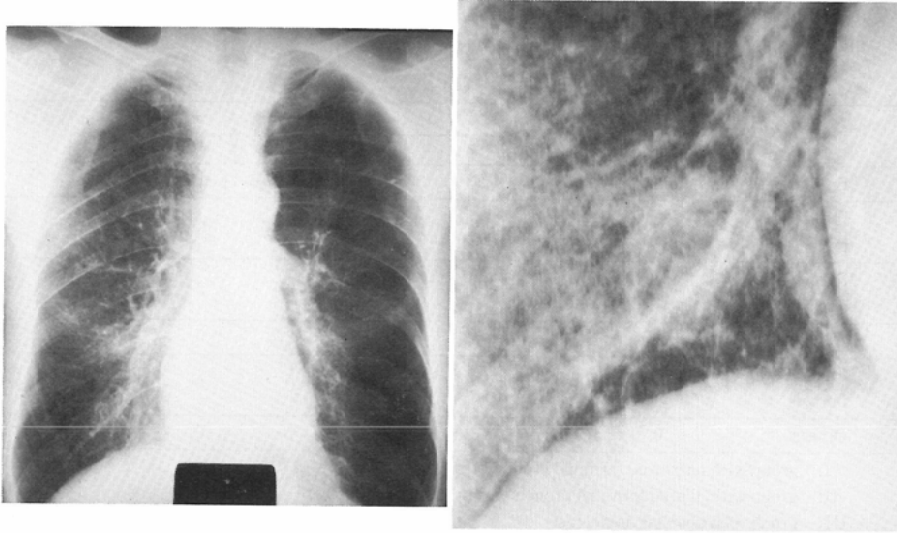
A case of panacinous emphysema. The right is the plain chest film in inspiration, and the left is the enlargement radiograph. Abnormal shadows are seen more clearly in the enlargement radiograph than in the plain chest film in inspiration.
